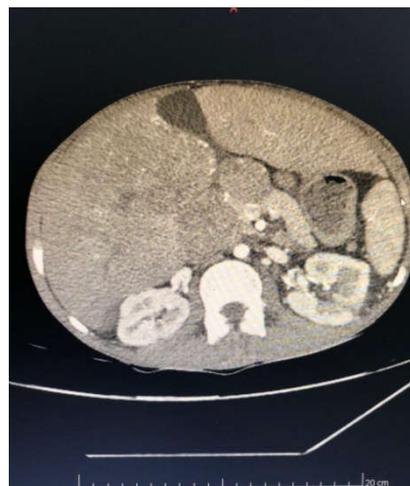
Tomografia Computadorizada de Abdome com Contraste à admissão mostrando alterações hepáticas e linfadenomegalias, além de infiltração de veias supra hepáticas e Porta
